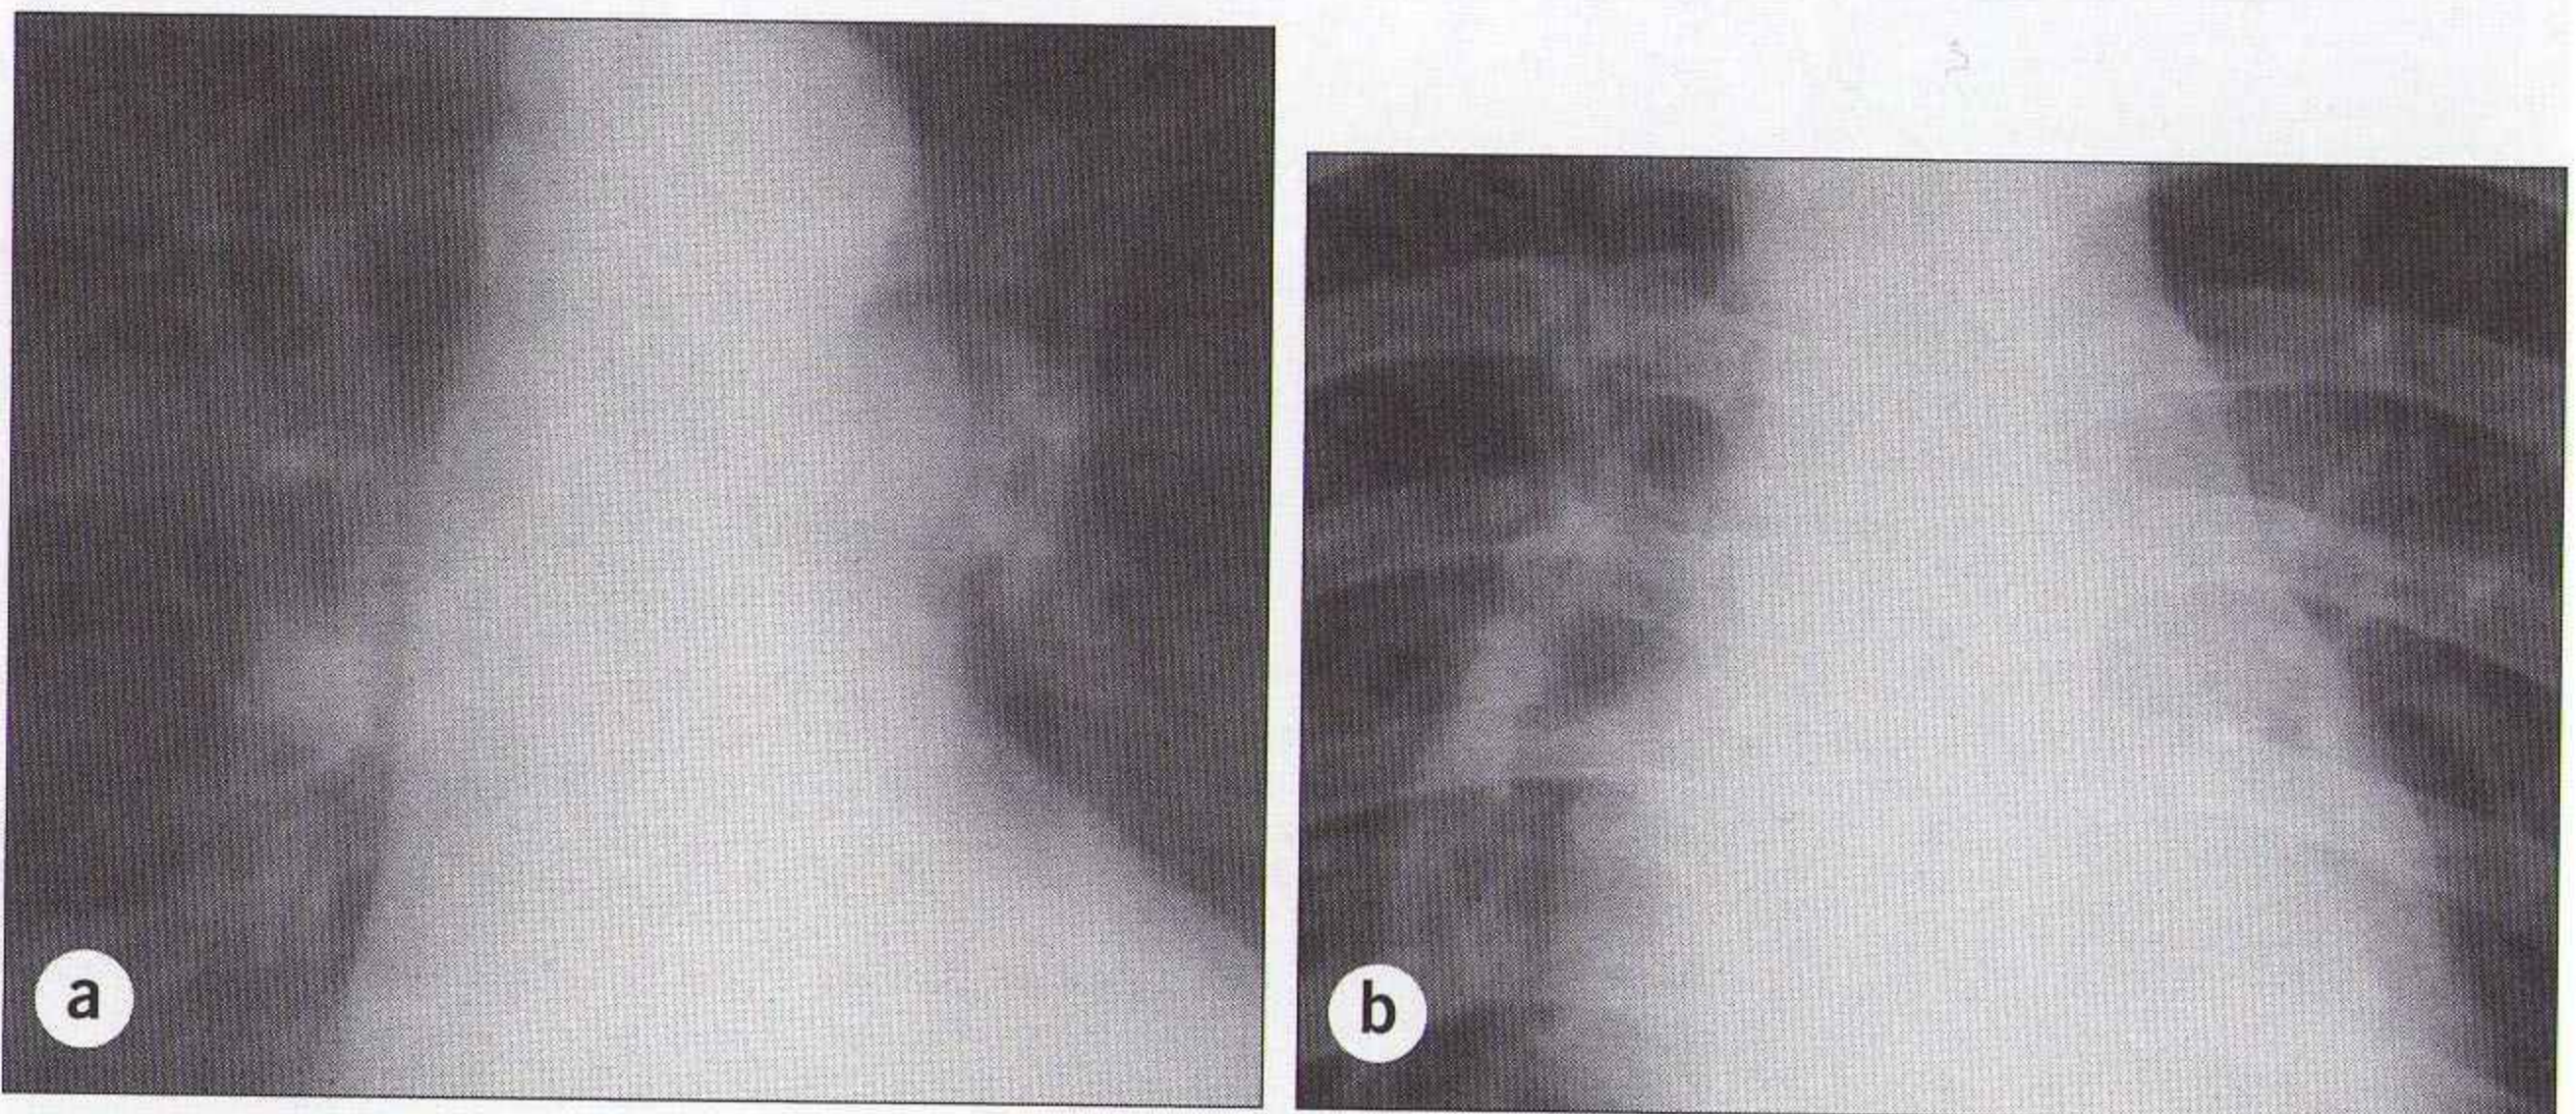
Hile normal (deux patients différents) : les opacités hilaires correspondent essentiellement à la projection des vaisseaux pulmonaires. Le hile gauche est plus haut que le hile droit chez la plupart des patients (a). Chez quelques rares patients normaux, les deux hiles sont à la même hauteur (b). La règle : sur une radiographie du thorax de face normale, le hile gauche n'est jamais plus bas que le hile droit.*
